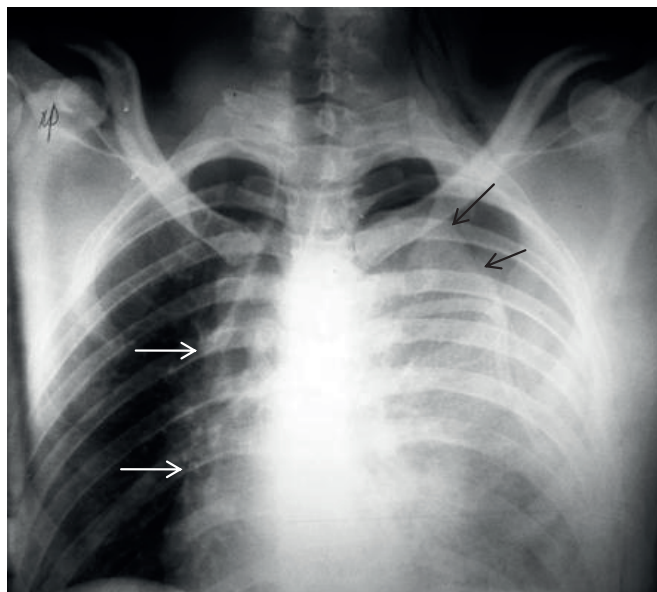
Рентгенограмма больного Р., 26 лет, во второй urgentной клинике после транспортировки. Черные стрелки указывают на края спавшегося левого лёгкого, белые — на смещение средостения в здоровую сторону за счёт напряжённого гемопневмоторакса слева; изгиб трахеи вправо свидетельствует о высоком давлении в левой плевральной полости.
